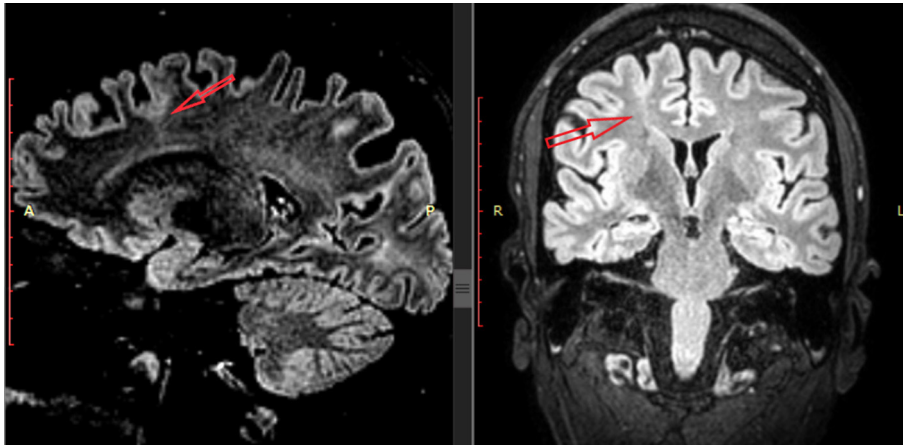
МРТ (3 Тл) головного мозку за протоколом «Епілепсія». Фокальна кортикальна дисплазія (ІІв тип за класифікацією Blumcke) правої лобової частки (власне спостереження)
